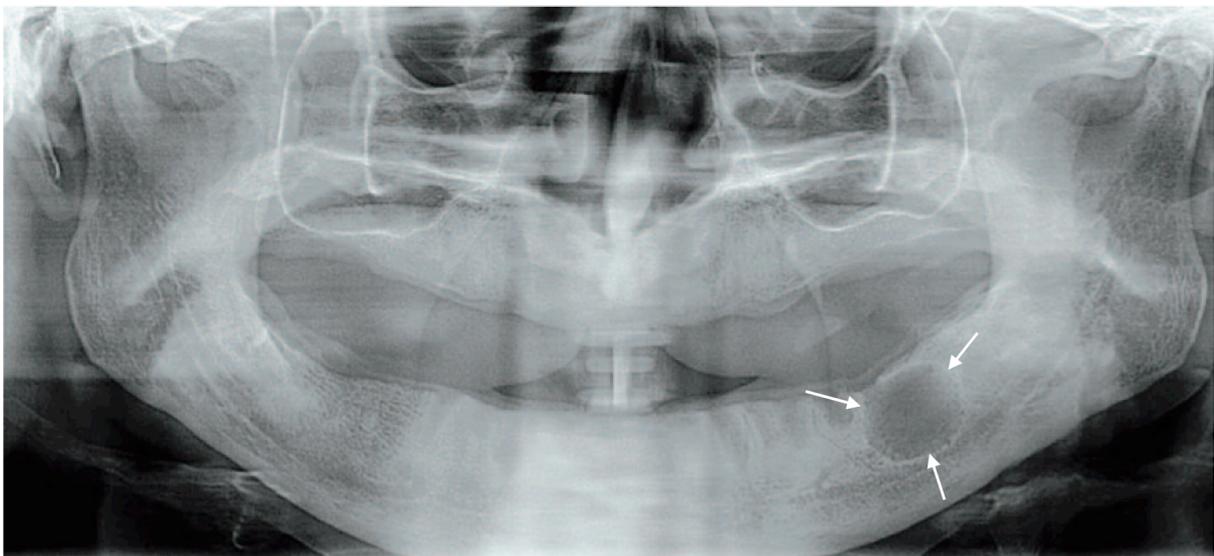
Orthopantomogramme présentant un kyste résiduel mandibulaire gauche [12].
